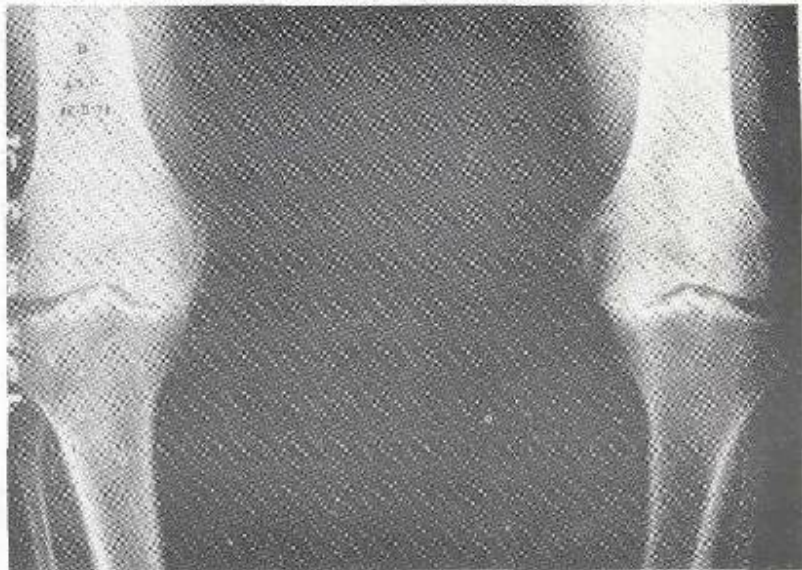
Radiografía anteroposterior de ambas rodillas, genu varum artrosico con pinzamiento total de la interlínea medial.
